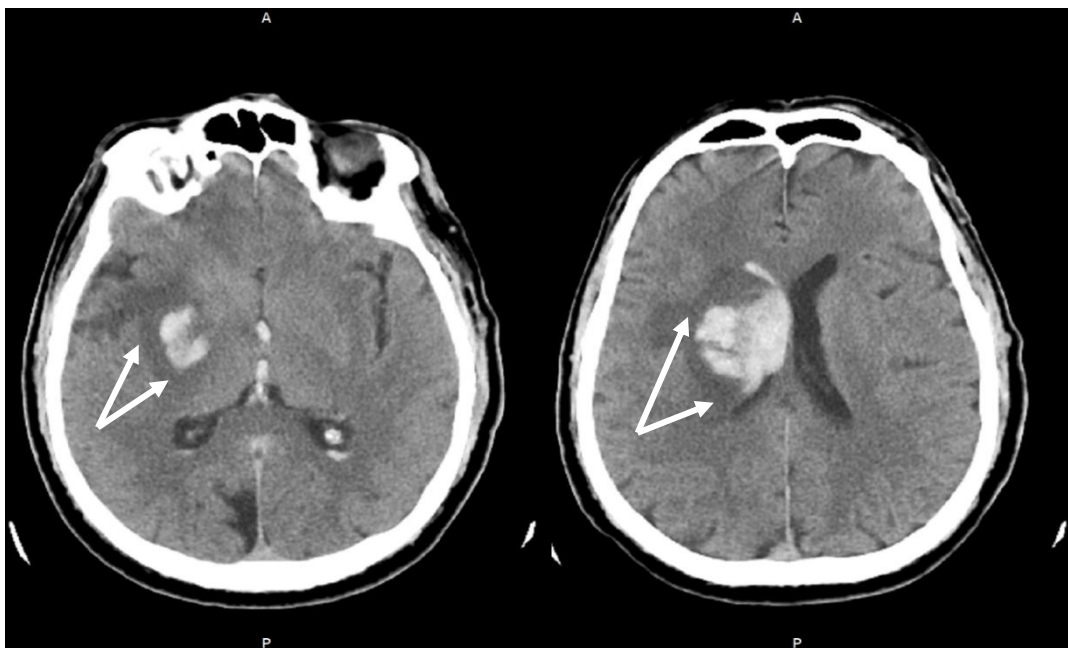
Investigația prin CT nativă la internare (A) și la 24h distanță (B) a pacientei nr. 81, 70 ani. ASPECTS primar – 9 puncte, ASPECTS repetat – 8 puncte cu prezența peteșilor confluenți (săgeți) caracteristice pentru TH de tip IH de tip 2.
